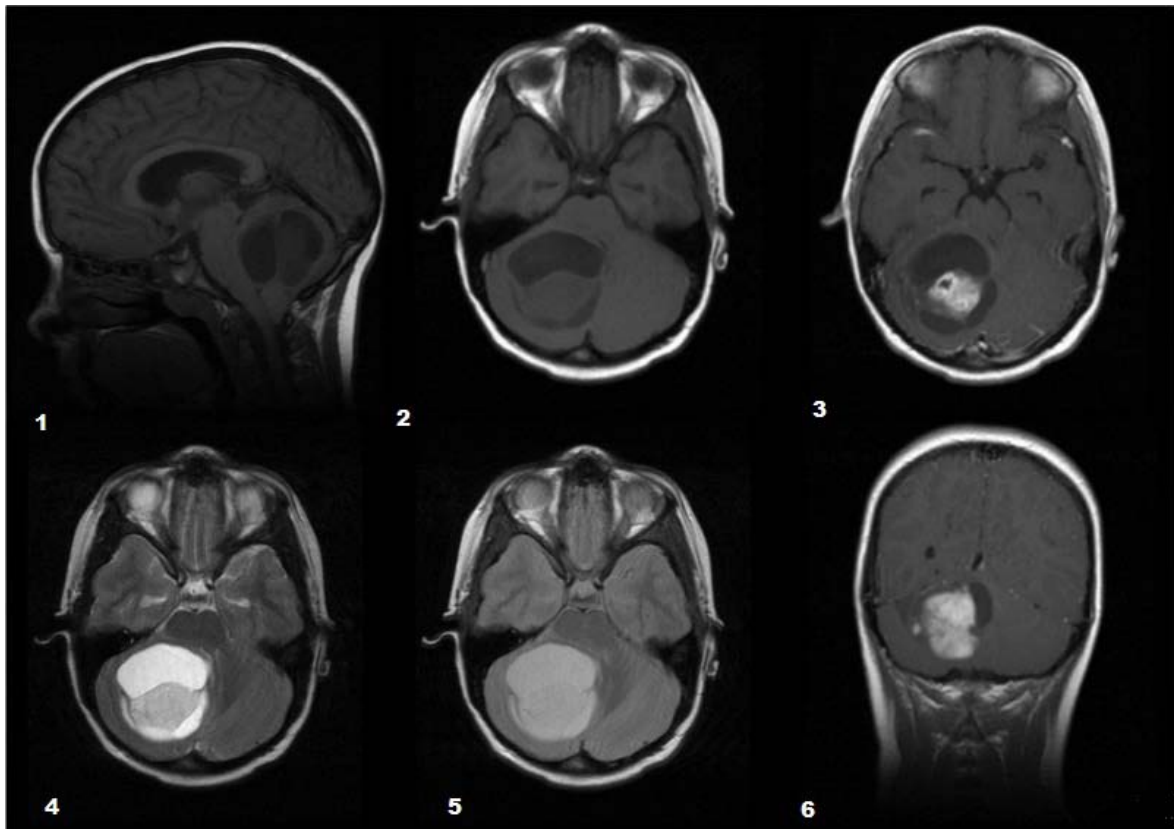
IRM : 1. Séquence sagittale T1 2. Séquence axiale T1 3. Séquence axiale T1 C+
